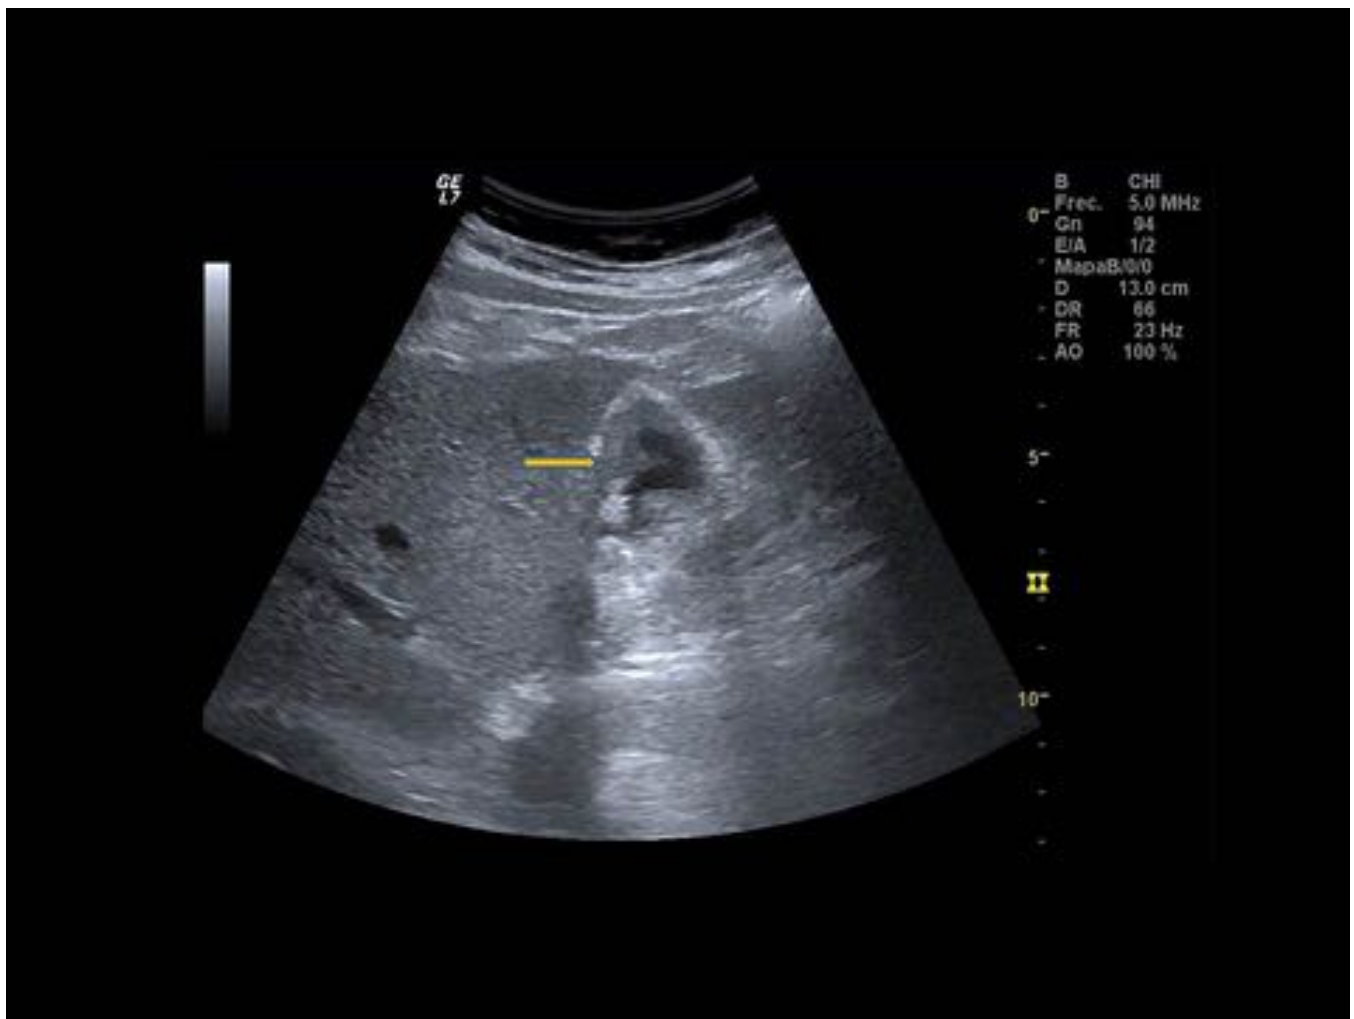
Ecografía. Engrosamiento parietal difuso e irregular de la vesícula (flecha amarilla).
